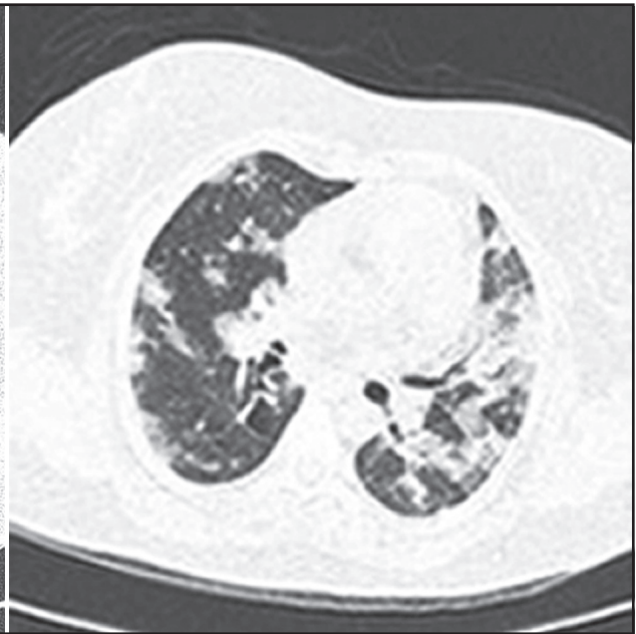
TC do tórax (janela do mediastino) demonstrando opacidades em torno de vias aéreas.
